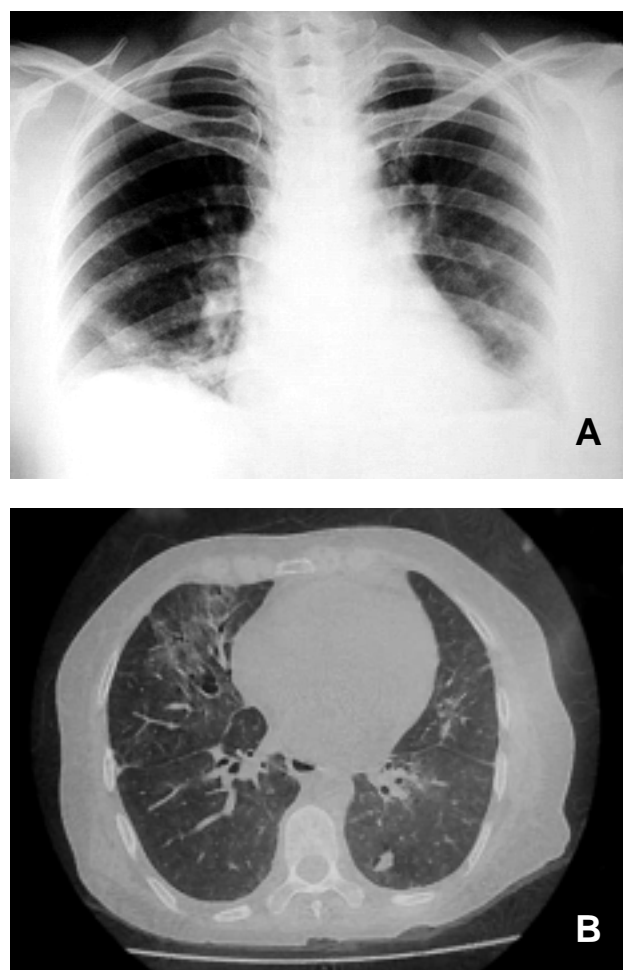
A: Telerradiografía de tórax al inicio del padecimiento en la cual se aprecia infiltrado intersticial en ambos campos, con predominio del lado izquierdo. B: Tomografía de alta resolución que muestra imagen en vidrio despolido en parches de predominio en lóbulo superior izquierdo e infiltrado reticular, bronquiectasias por retracción y bulas en el lóbulo medio e inferior derechos.
